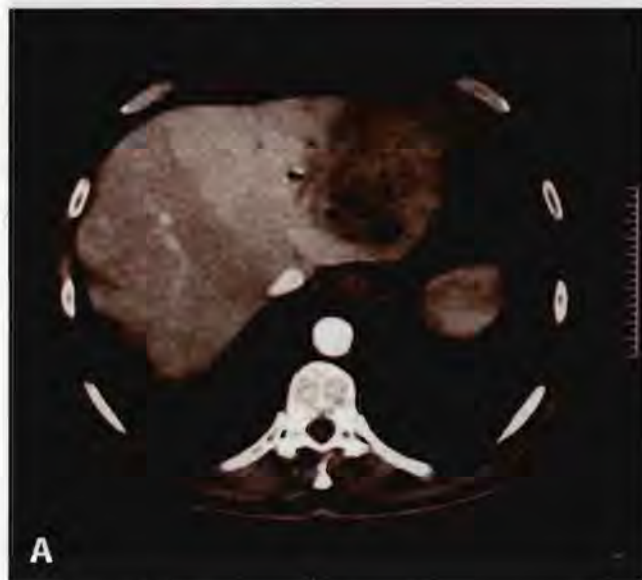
TC –A. Abcese hepatice segmente II-III după litiază colecistocolodociană
